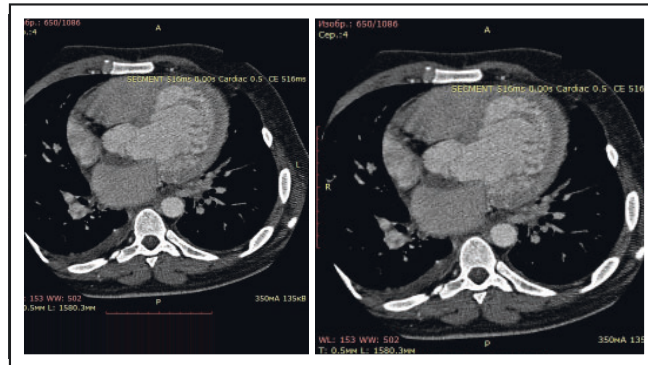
Мультиспиральная компьютерная томография аорты
